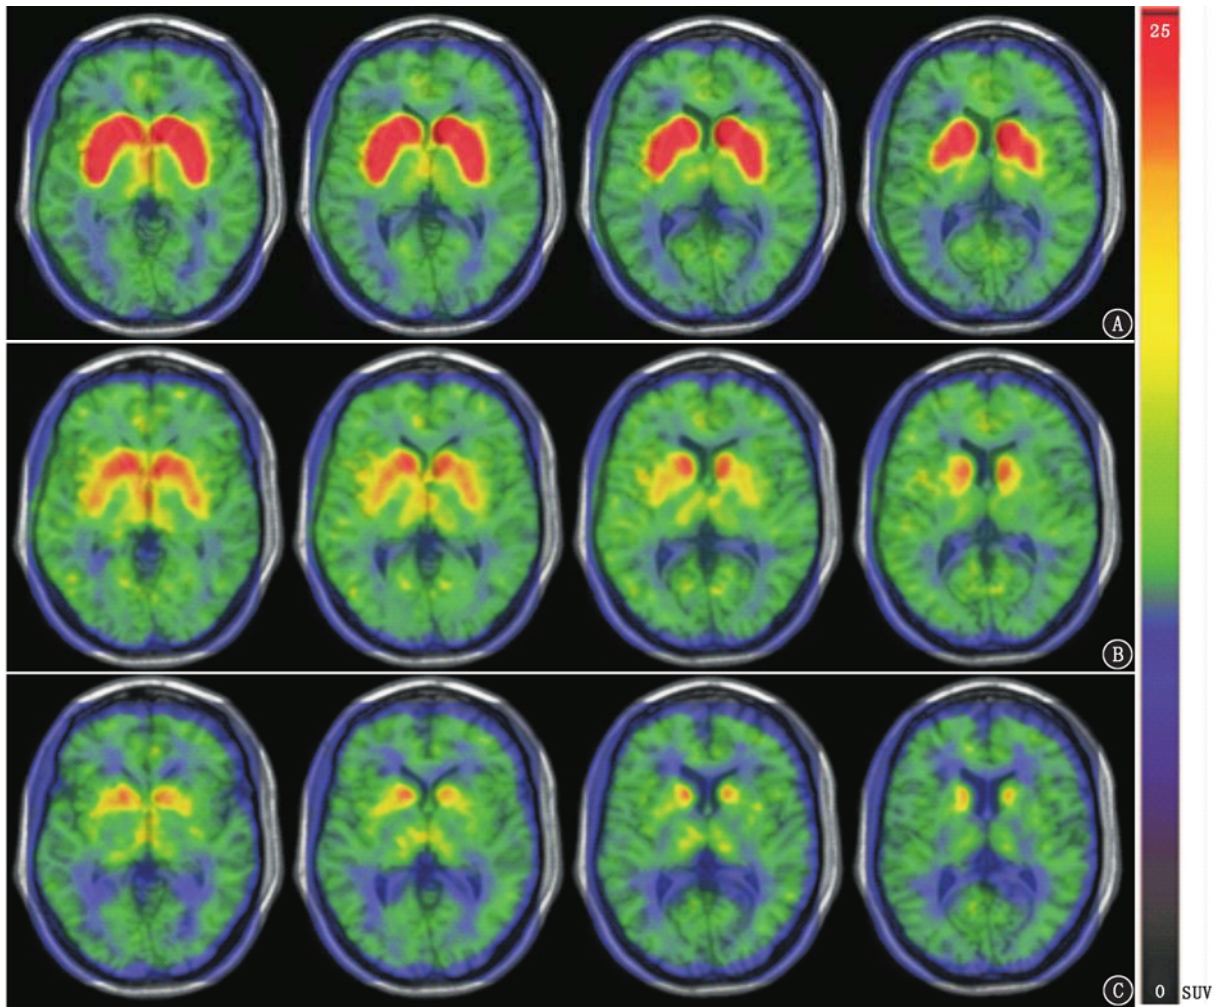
健康对照和帕金森病(PD)患者¹⁸F-氟丙基-(+)-二氢丁苯那嗪 [¹⁸F-FP-(+)-DTBZ] PET 显像图(SUV 为标准摄取值)。与健康对照组(A)相比,PD 改良 Hoehn-Yahr(mH-Y) II 期患者(B)双侧壳核摄取明显减少,而 PD mH-Y III 期患者(C)壳核、尾状核均表现为摄取明显减少
